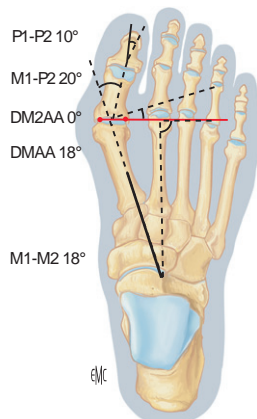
Detalle de los ángulos que hay que determinar en la radiografía anteroposterior en carga para el análisis de un hallux valgus: ángulo de metatarso varo M1M2, ángulo de orientación de la superficie articular de M1 respecto a su eje (DMAA) o al de M2 (DM2AA), ángulo de valgo falángico M1F1 y ángulo interfalángico F1F2.
